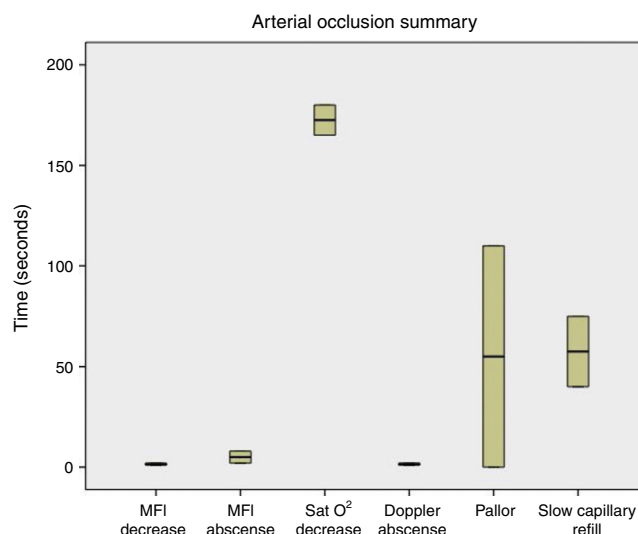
Resumen de los resultados obtenidos en oclusión arterial. Se observa que la reducción y ausencia del MFI es previa a la disminución de la SatO_2 y a la aparición de los cambios clínicos (llene capilar enlentecido, palidez), excepto la desaparición de la señal Doppler, que fue más precoz.
